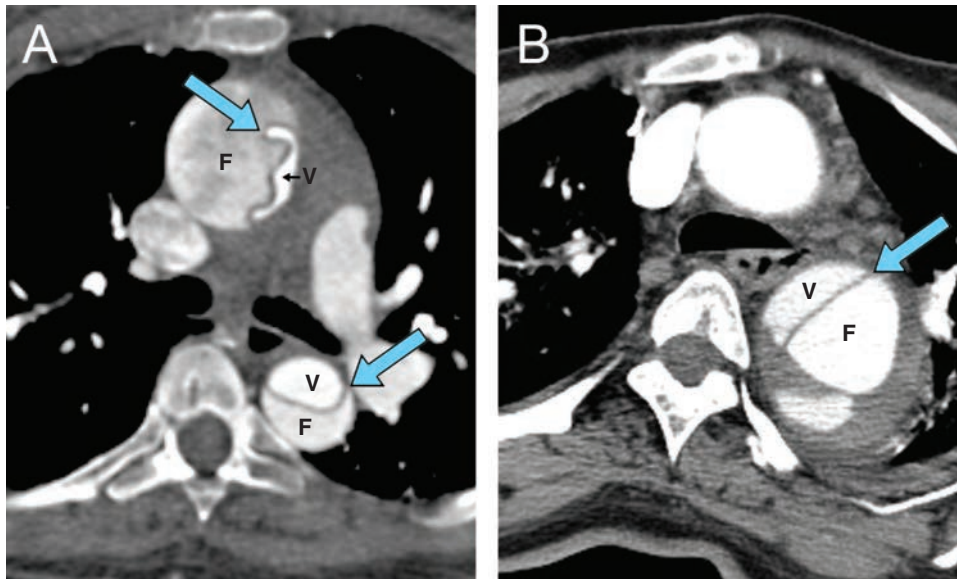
Imágenes por CT que muestran la separación de la aorta en dos conductos: el conducto verdadero (V) y el falso (F) en dos pacientes con fases diferentes de disección de la aorta. A. Disección aguda de tipo I de DeBakey de la aorta. La membrana de disección tiene aspecto ondulado (*flecha*) en la fase incipiente de la disección. En este caso se puede observar que el conducto verdadero de la aorta en su sección proximal está comprimido extensamente; lo anterior puede causar mala perfusión del corazón. B. Disección crónica III de DeBakey de aorta. En la fase crónica la membrana tiene una configuración más recta y es menos móvil (*flecha*) porque se ha estabilizado por el paso del tiempo. (Con autorización del Baylor College of Medicine.)
